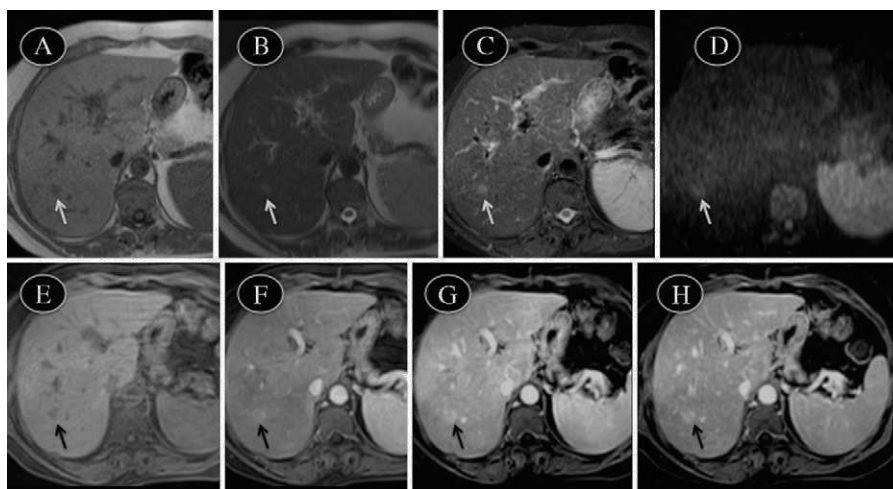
RM abdominal que muestra una lesión (flecha) hipointensa en secuencia potenciada en T1 (A), hiperintensa en T2 (B), hiperintensa en STIR (C), hiperintensa en imagen de difusión con valor de $B=1.000$ (D), hipointensa en T1 con saturación grasa (E), que capta contraste en fase arterial (F), que se refuerza en fase portal (G) y empieza a lavar en fase de equilibrio (H).
